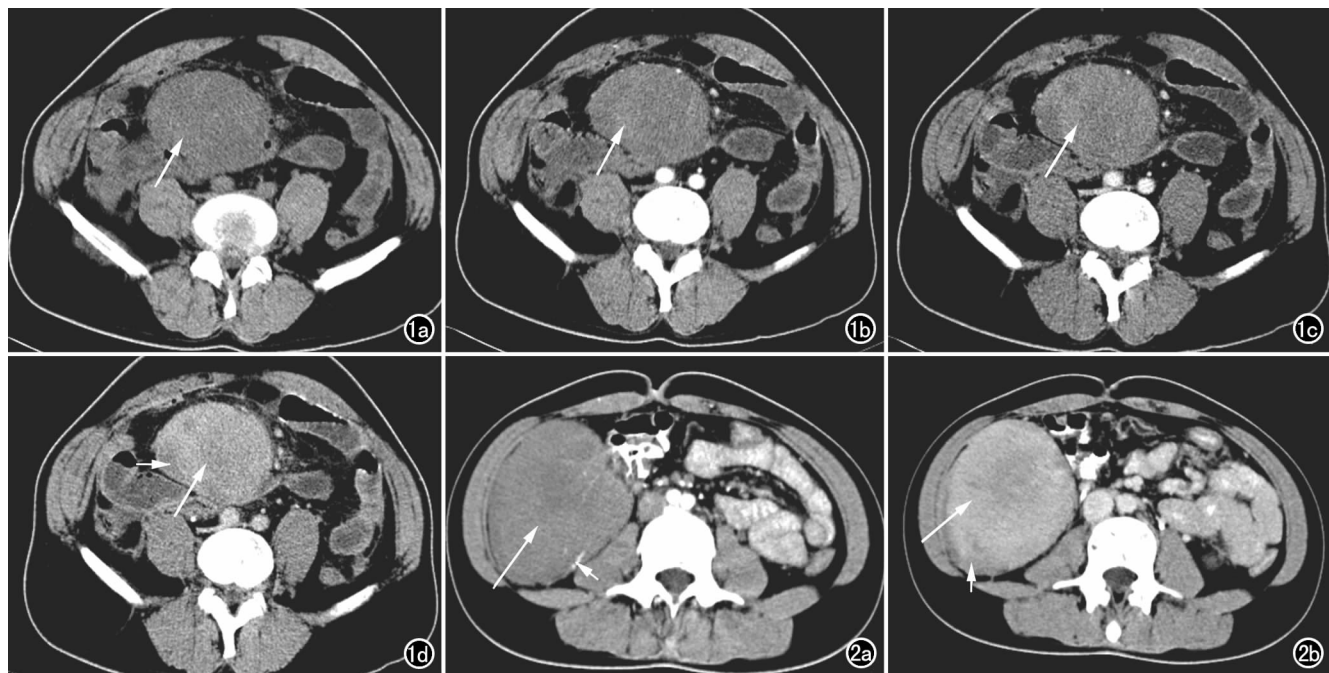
腹内侵袭性纤维瘤病, 肠系膜根部肿块。a) CT 平扫示腹腔内类圆形软组织肿块, 边界稍模糊, 病灶密度稍低于腹壁肌肉密度(箭); b) 增强扫描动脉期示病灶呈不均匀轻度强化(箭), 肿块周边见有增粗血管影; c) 增强扫描静脉期示病灶持续强化(箭); d) 延迟期示病灶明显强化(长箭), 周边部分残留有斑片状无强化低密度区(短箭)。图 2 腹内侵袭性纤维瘤病, 右侧回盲部肿块。a) CT 增强扫描动脉期病灶呈不均匀轻度强化(长箭), 病灶内后缘可见粗大条状强化血管影(短箭); b) CT 增强扫描延迟期示病灶明显强化(长箭), 周边部分残留有斑片状、条状无强化低密度区(短箭)。
